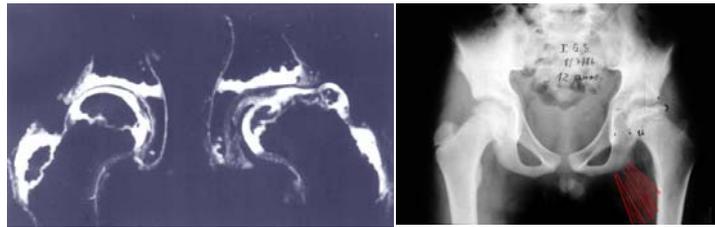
À esquerda está uma peça anatomopatológica de um quadril normal e com Perthes. Observe no quadril esquerdo a necrose do núcleo de ossificação que não suporta o peso e se achata. Na radiografia o núcleo está mais esclerótico e deformado (quadril esquerdo)
